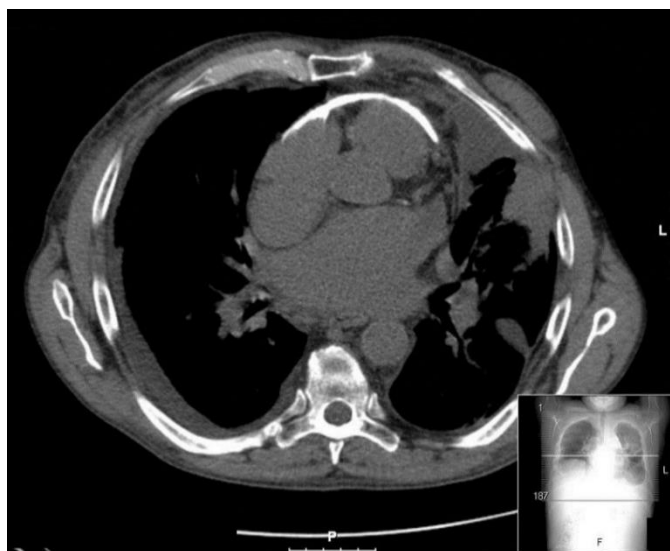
TC torácica sem contraste – Evidente calcificação pericárdica e derrame pleural bilateral.
